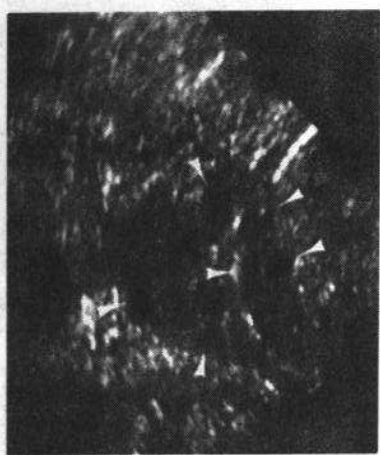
经阴道超声显示增大的卵巢缘区有多个小囊分布(箭头)
